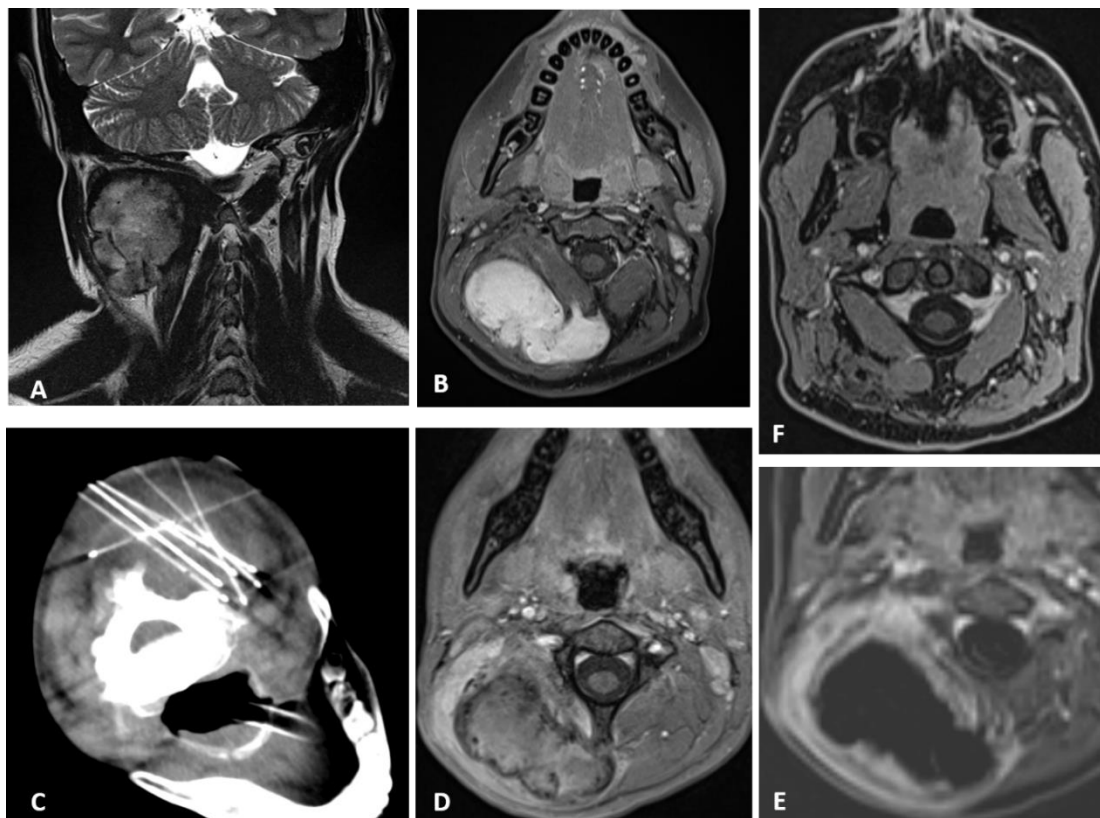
6 cm-desmoid tumor within the neck in a 14-year-old girl. MR images before treatment: in coronal T2 (A) and T1FS after contrast (B). Periprocedure CT images, patient in ventral decubitus, cryoprobes within the tumor (C). First MR imaging at 1 month, axial T1FS after enhancement (D), with subtraction (E), demonstrating the induced hemorrhagic necrosis surrounded by an expected hyperemic rim. MR follow-up at 12 months, axial T1FS after contrast demonstrating a residual thin scar in the right paravertebral muscles (F).
